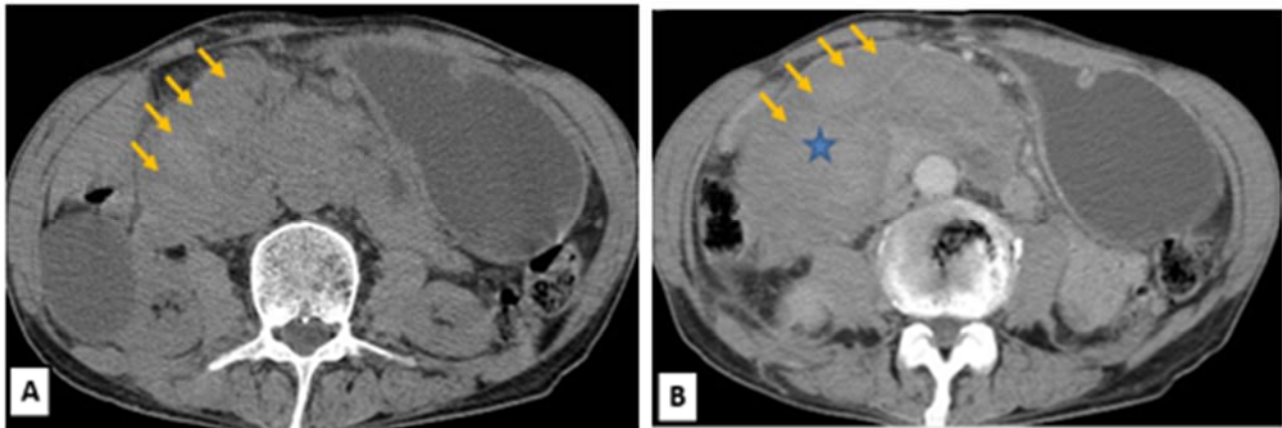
TDM abdominale en coupe axiale avant (A) après contraste (B) montrant un volumineux hématome mésentérique, comprimant le cadre duodénal responsable d'une importante stase gastrique.
